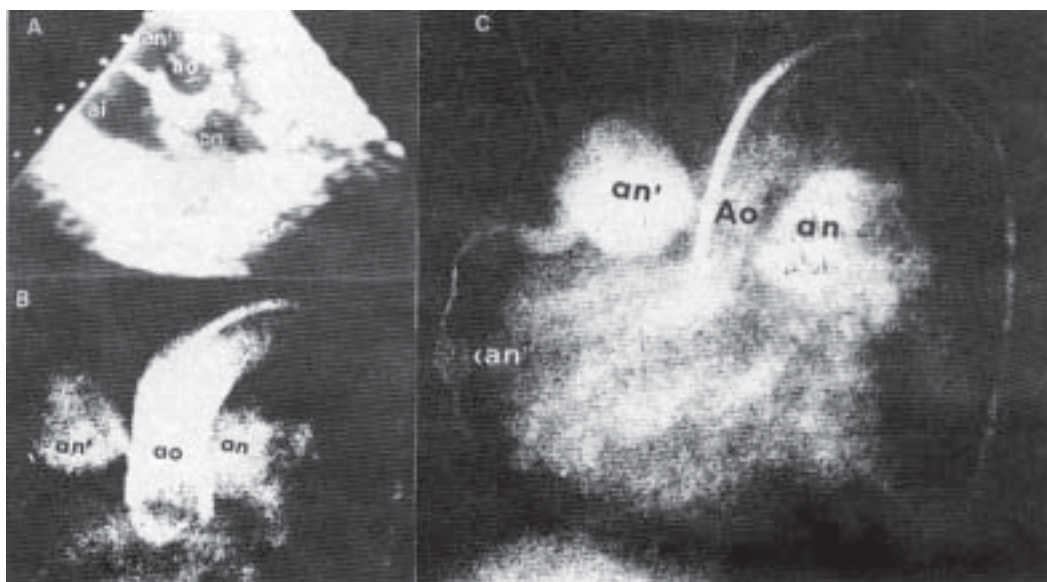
Aneurismas coronarios en una lactante con enfermedad de Kawasaki. A. Ecocardiograma bidimensional paraesternal izquierdo, eje corto, con el transductor orientado hacia la raíz aórtica, de la misma paciente cuyo ecocardiograma Modo M se muestra en la Figura 5. Delante de la aurícula izquierda (ai), en el centro, se observa un corte transversal de la aorta en su emergencia (ao). Por delante de la aorta y a su derecha se observa el corte transversal de un aneurisma de 8 mm de diámetro (an') en la porción proximal de la arteria coronaria derecha. Por detrás de la aorta y a la izquierda se observa otro aneurisma, de igual magnitud, en la porción proximal de la arteria coronaria izquierda (an). B. Cineangiografía selectiva con inyección en la raíz aórtica (ao), que muestra un aneurisma grande en la porción proximal de la arteria coronaria izquierda (an) y otro de igual magnitud en la porción proximal de la arteria coronaria derecha (an'), en la misma posición indicada por el ecocardiograma. C. Vista en mayor detalle de la arteria coronaria derecha, muestra el aneurisma proximal (an') y un pequeño aneurisma distal (an'') en el tercio medio de dicha arteria, precedido de una lesión obstructiva.
